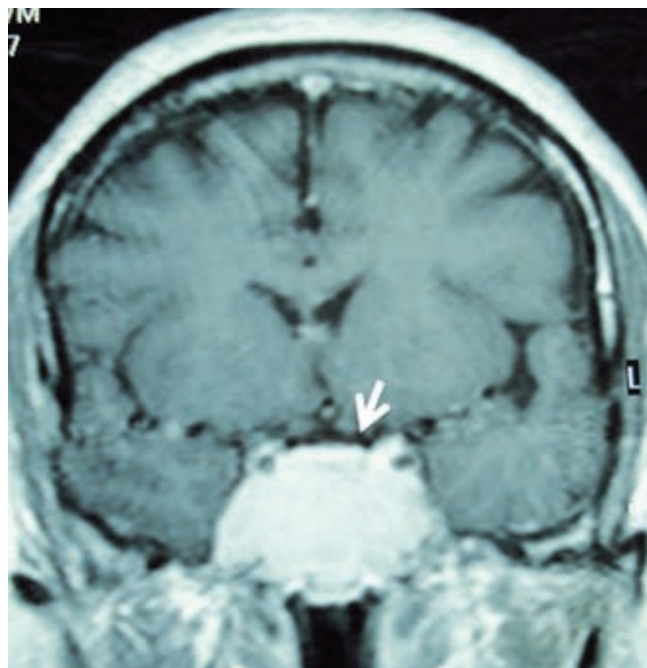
Resonancia magnética en fase T1 con gadolinio en corte coronal: tumor extraaxial (flecha) en la región selar con invasión a ambos senos cavernosos (caso 2).
